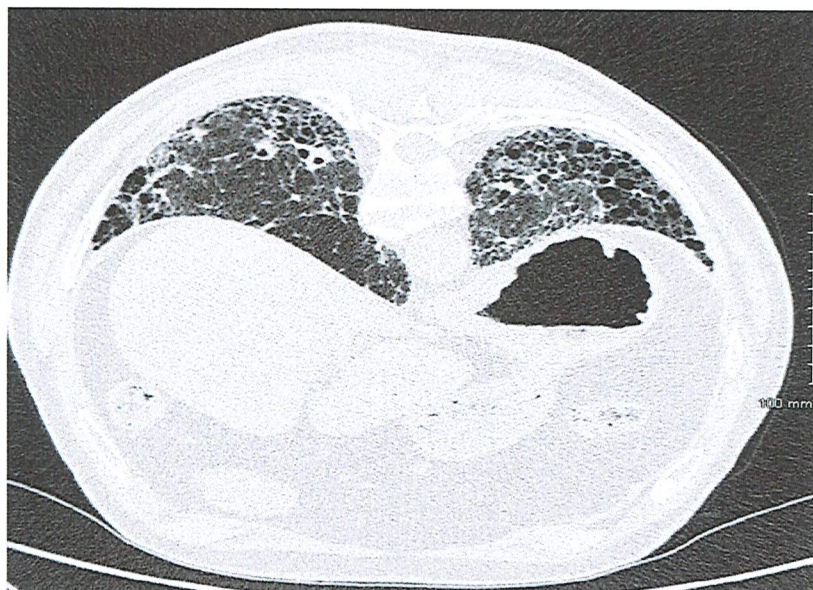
Aspect typique de PIC avec présence de réticulations bi basales et sous pleurales et de rayons de miel bilatéral en particulier à gauche en TDM thoracique [54].
